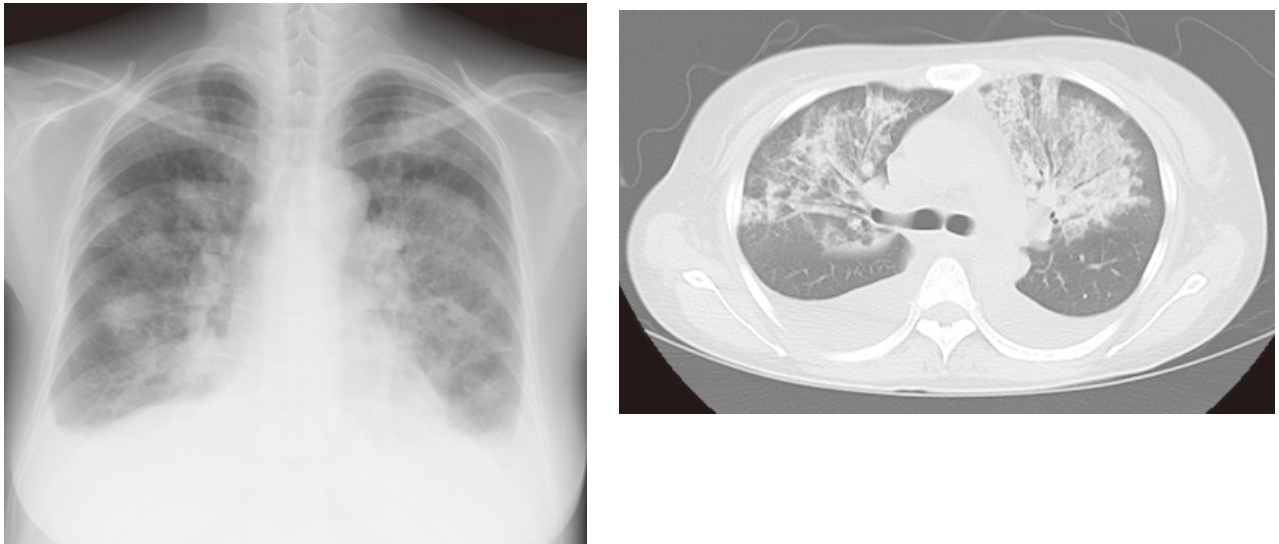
胸部X線 (左: 3a), 胸部CT (右: 3b)
